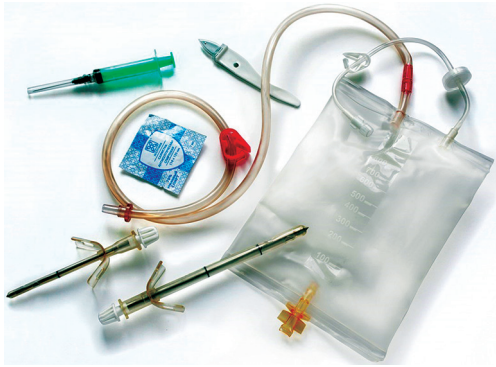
Набор для устранения напряженного и открытого пневмоторакса, гемоторакса, дренирования плевральной полости и сбора излившейся крови с возможностью последующей реинфузии (врачебный) одноразовый «УД-02в»
